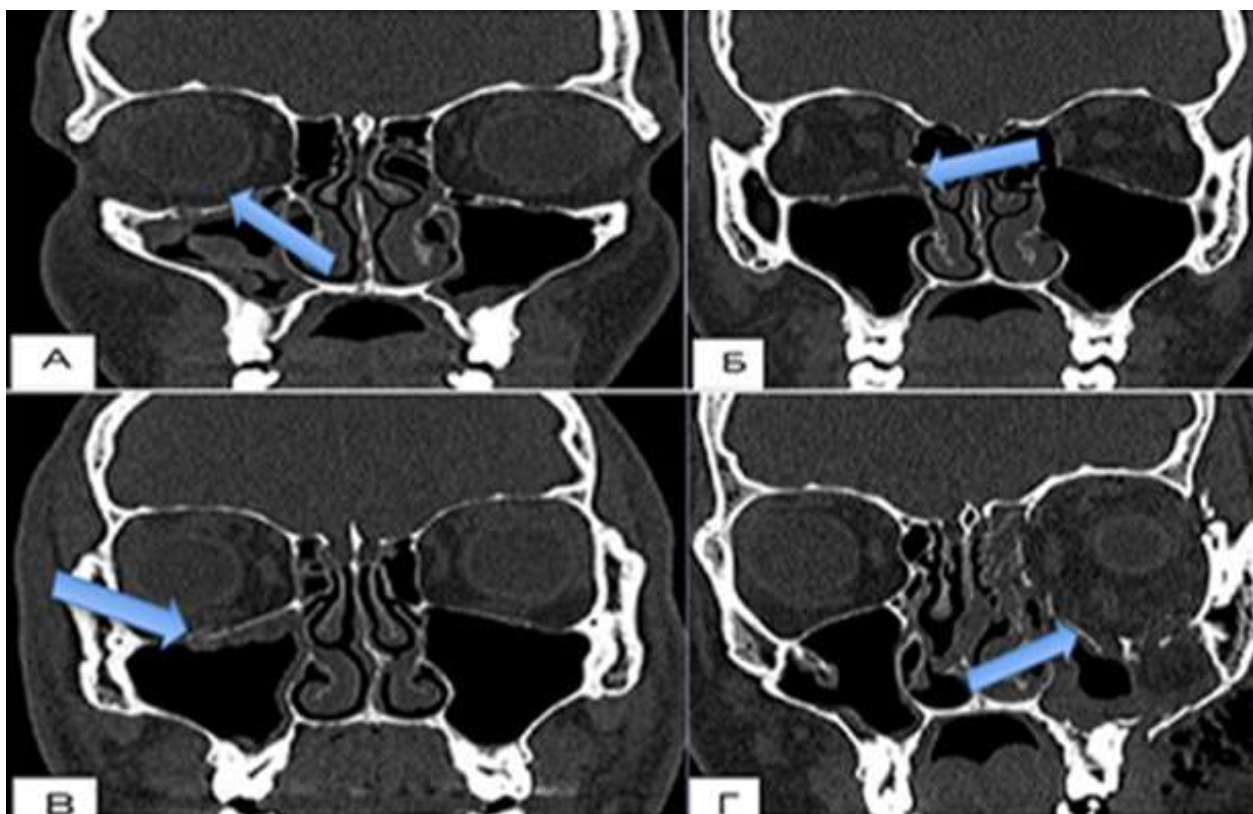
Мультиспиральная компьютерная томография, корональные плоскости:
